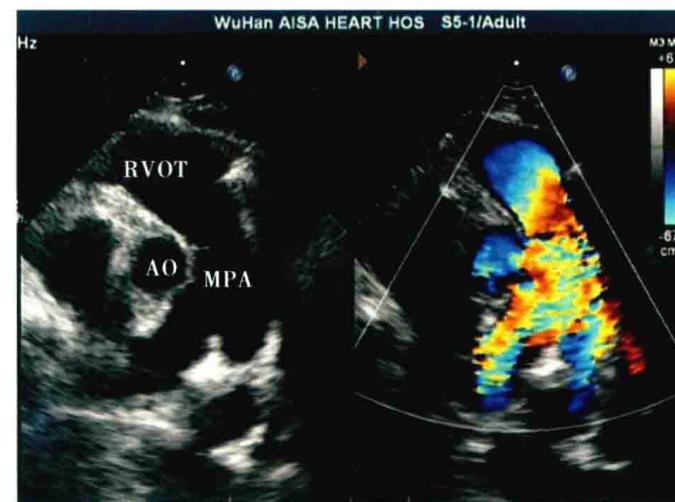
大动脉短轴切面：二维超声心动图显示肺动脉及分支增宽，彩色多普勒显示肺动脉腔内血流较快呈花色
